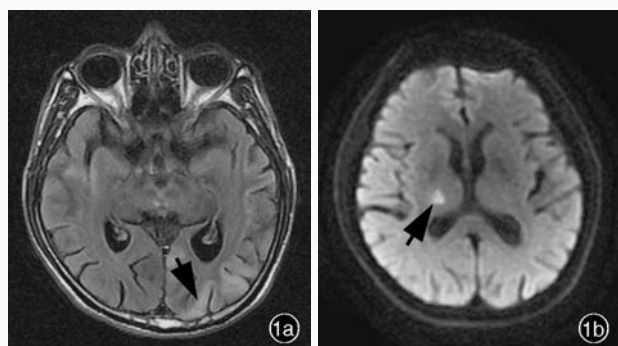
例9患者,男性,53岁,先后被诊断为急性缺血性卒中及 MELAS,头部 MRI 检查所见 1a 横断面 T<sub>2</sub>-FLAIR 成像显示左侧颞枕叶高信号(脑卒中样发作急性期,箭头所示) 1b 横断面 DWI 显示右侧丘脑急性梗死灶(箭头所示)
